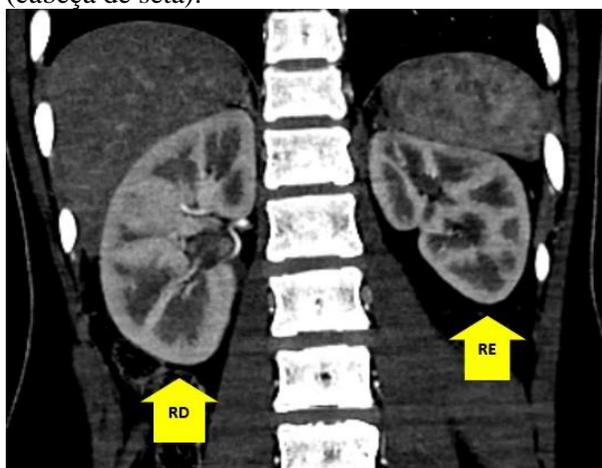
angiotomografia com reconstrução coronal mostrando rim esquerdo (RE) reduzido em relação ao rim direito (RD).
